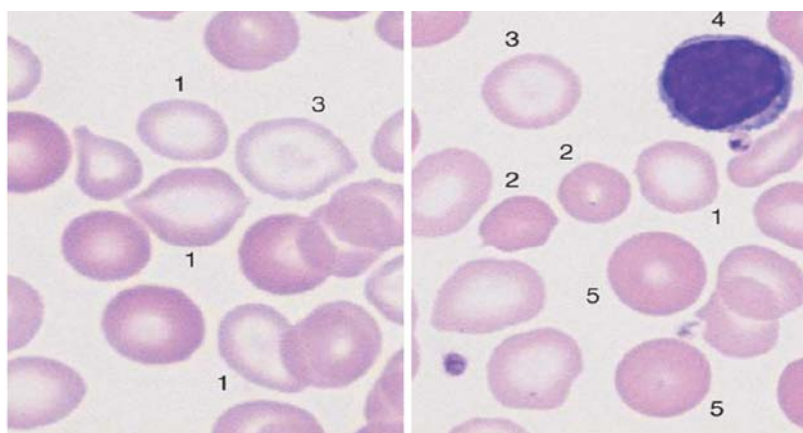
Железодефицитная анемия. Морфология эритроцитов при железодефицитной анемии: кольцеобразные эритроциты (1), микроциты (2) эритроциты-мишенеподобные (3), лимфоцит (4) для сравнения размеров. Нормального размера эритроциты (5) после гемотрансфузии.
